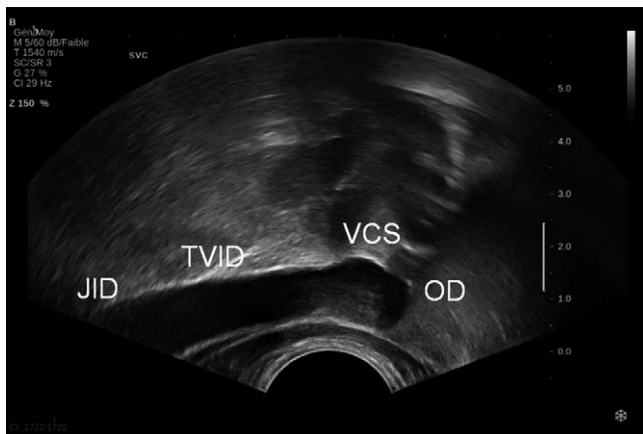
Échographie thoracique avec une sonde endocavitare. Cette coupe récurrente permet de visualiser la veine jugulaire interne droite (JID), le tronc veineux brachio-céphalique droit (TVCD), la veine cave supérieure (VCS) dans sa totalité ainsi que l'oreillette (atrium) droit (OD).
